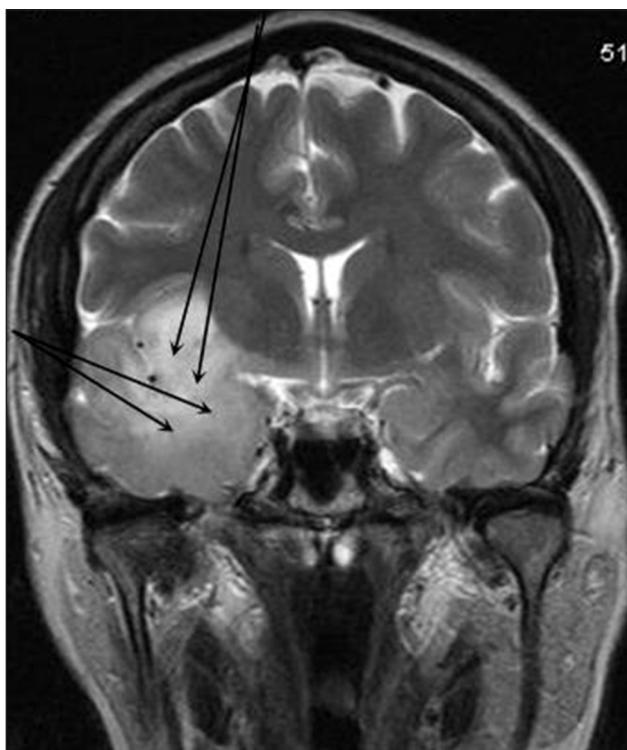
Траектории стереотаксического доступа на коронарном МРТ-срезе (стрелки) для многопозиционной криодеструкции опухоли височной доли и островка справа.
